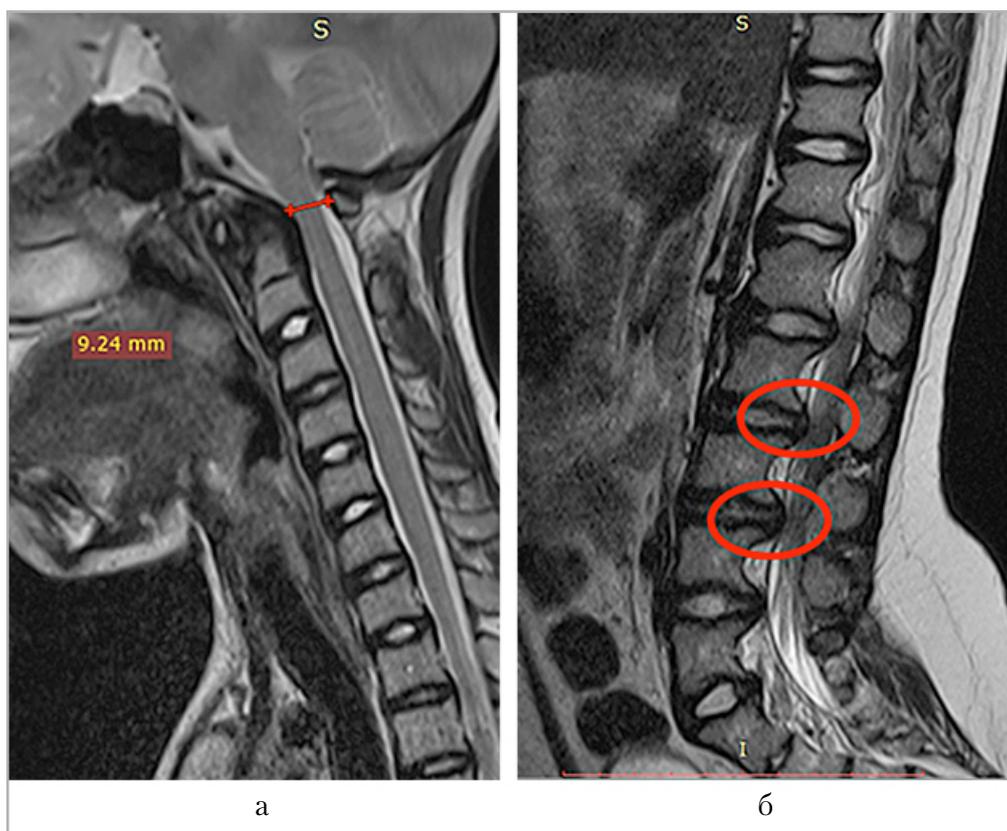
Магнитно-резонансные томограммы позвоночника пациентов с ахондроплазией в режиме T2-ВИ в сагиттальной плоскости: а – уменьшение размеров большого затылочного отверстия у пациента 12 лет (красная линия); б – грыжи дисков у пациента с ахондроплазией 18 лет (красные овалы)
